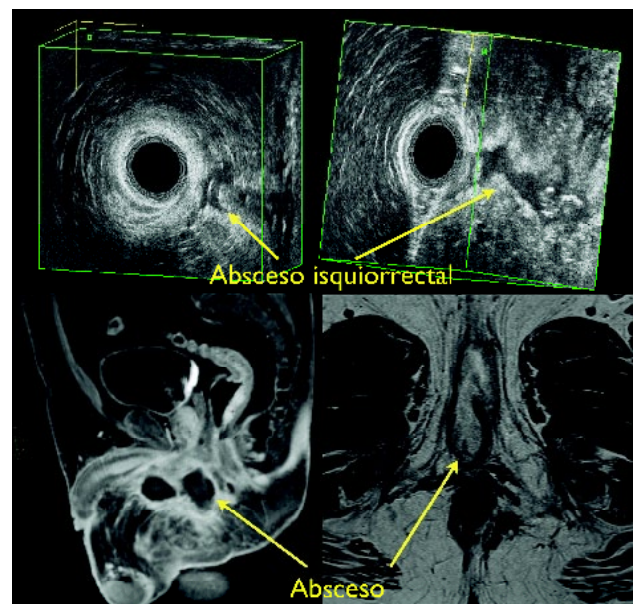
Abscesos anorrectales: Endosonografía 3D y Resonancia Magnética.
